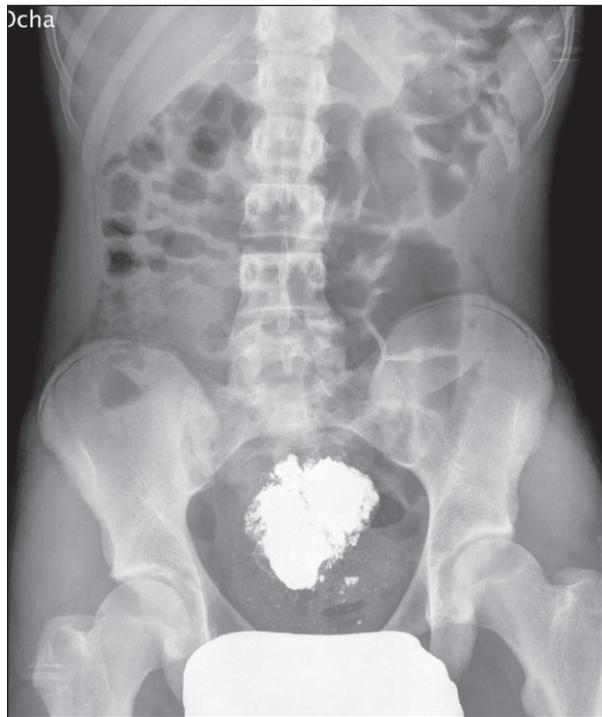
Radiografía de abdomen al diagnóstico del cuadro.
